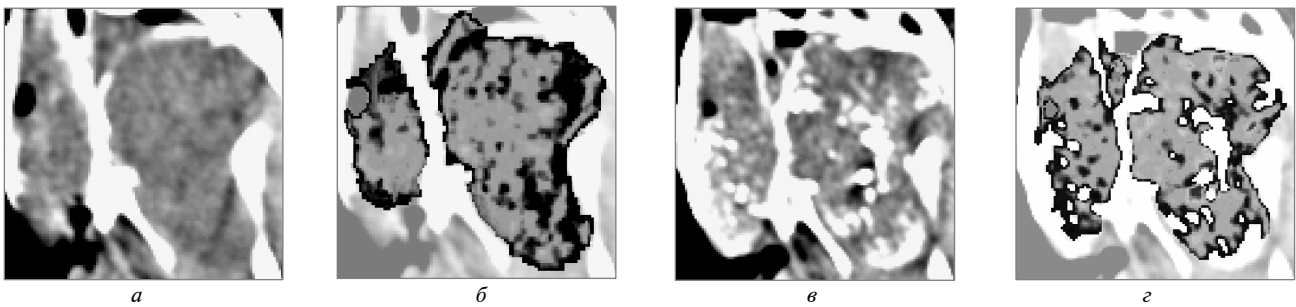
Випадок розрахунку різницевої матриці до і після емболізації судин ЮАОЧ: *a* – ділянка КТ-зображення з ЮАОЧ до проведення емболізації судин; *б* – координатне накладання судинної маски на зображення *a*; *в* – ділянка КТ-зображення з ЮАОЧ після проведення емболізації судин; *г* – координатне накладання судинної маски, на якій явно виражені позбавлені судинного компонента ділянки, на зображення *в*
